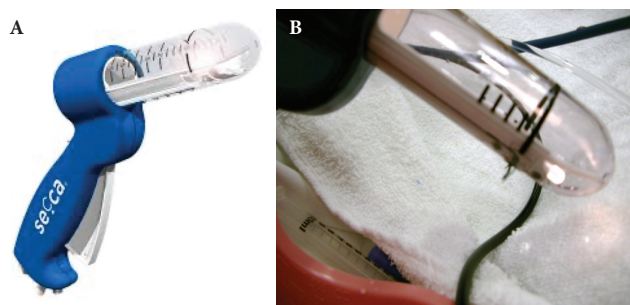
Ecografía 3D endoanal mostrando el implante de SphinKeeper® en el postoperatorio inmediato (en el extremo distal se encuentra la prótesis lista para ser expulsada b) Se demuestra la expansión de la prótesis luego de la interacción con los tejidos del paciente. (Gentileza Dr Carlo Ratto).
